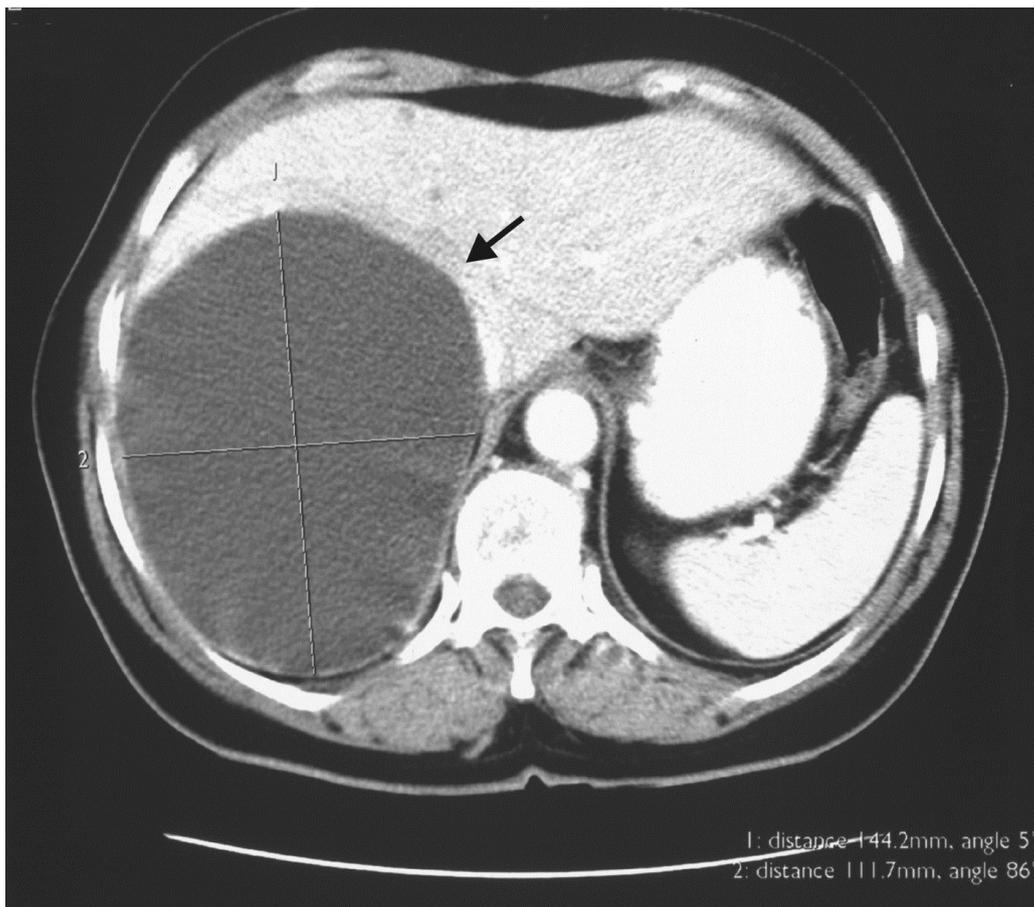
CT-Aufnahme mit Kontrastmittel, arterielle Phase, riesige solitäre Leberzyste (schwarzer Pfeil), 14,4 x 11,2 cm.
